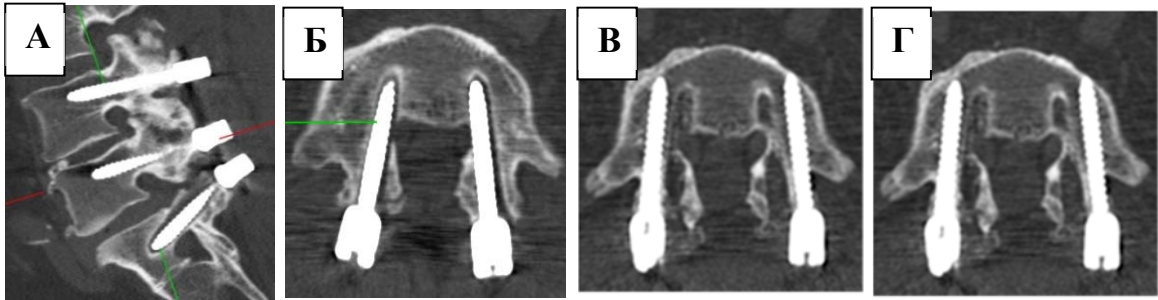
Техническое решение при расшатывании винтов на уровне S1: КТ в сагиттальной плоскости до ревизии (А), КТ в аксиальной плоскости до ревизии (Б), КТ в аксиальной плоскости после ревизии (В), КТ во фронтальной плоскости после ревизии (Г)
